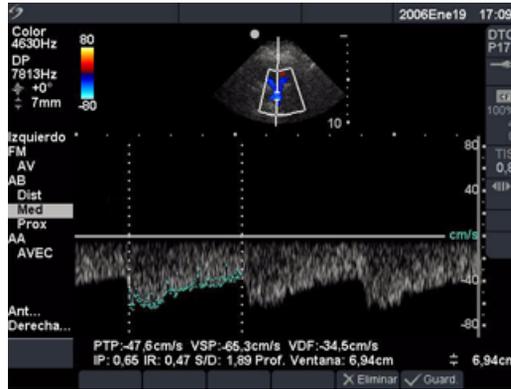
Doppler transcraneal (DTC)
